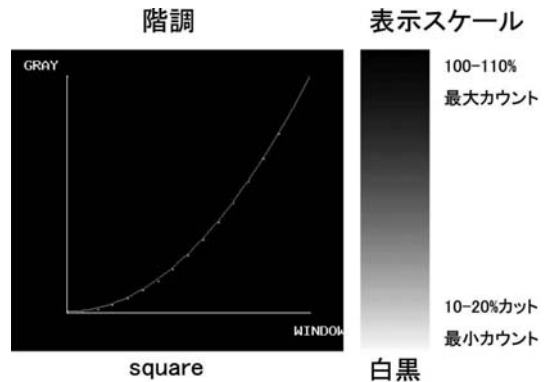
心筋 SPECT 画像の階調と表示スケール
